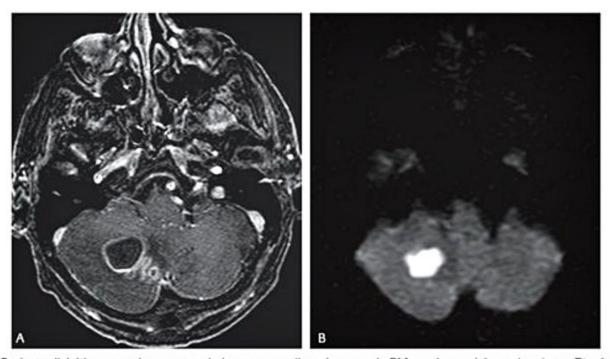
Paciente diabético, com abscesso cerebelar por nocardiose. Imagem de RM no plano axial, ponderada em T1 pós-contraste (A), demonstra lesão cerebelar direita com centro liquefeito e realce periférico, inclusive com algumas lesões satélites associadas. Na imagem de difusão (B), observa-se que o conteúdo da lesão apresenta hipersinal, sugerindo um conteúdo viscoso, o que favorece a hipótese diagnóstica de abscesso diante de tumor com necrose central (a necrose não costuma apresentar hipersinal na difusão por ter menor viscosidade).
